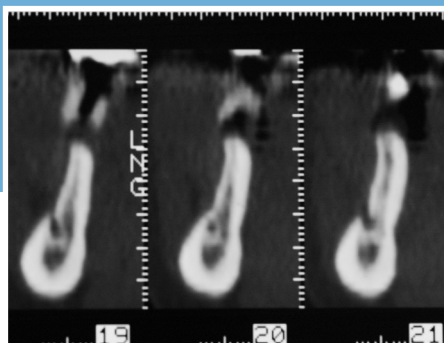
Tomografía computarizada preoperatoria de la cresta atrófica en sección transversal.
